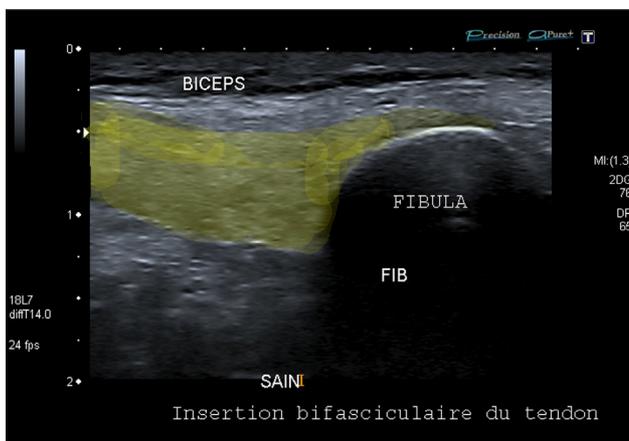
Échographie tendon sain.
